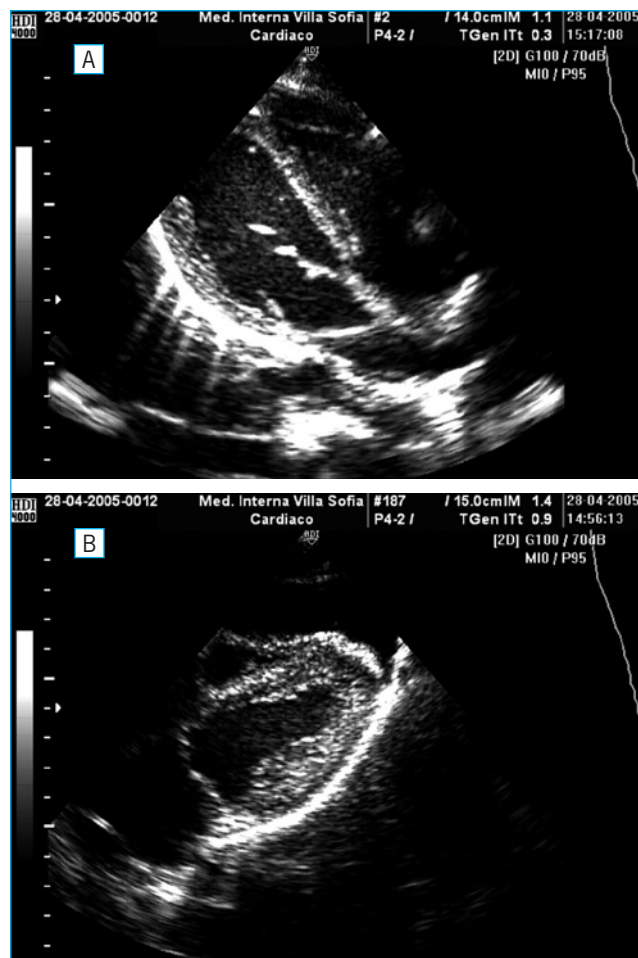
A-B: l'ecocardiogramma all'ingresso mostra versamento pericardico e riduzione della massa ventricolare
